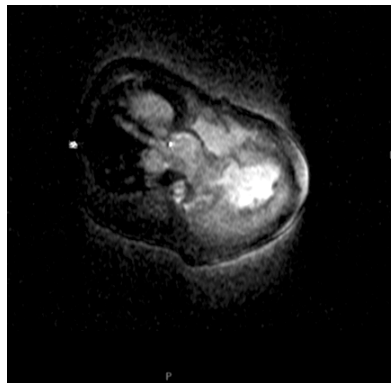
Vérification du pointage LASER par un marqueur IRM et une mesure 3D
